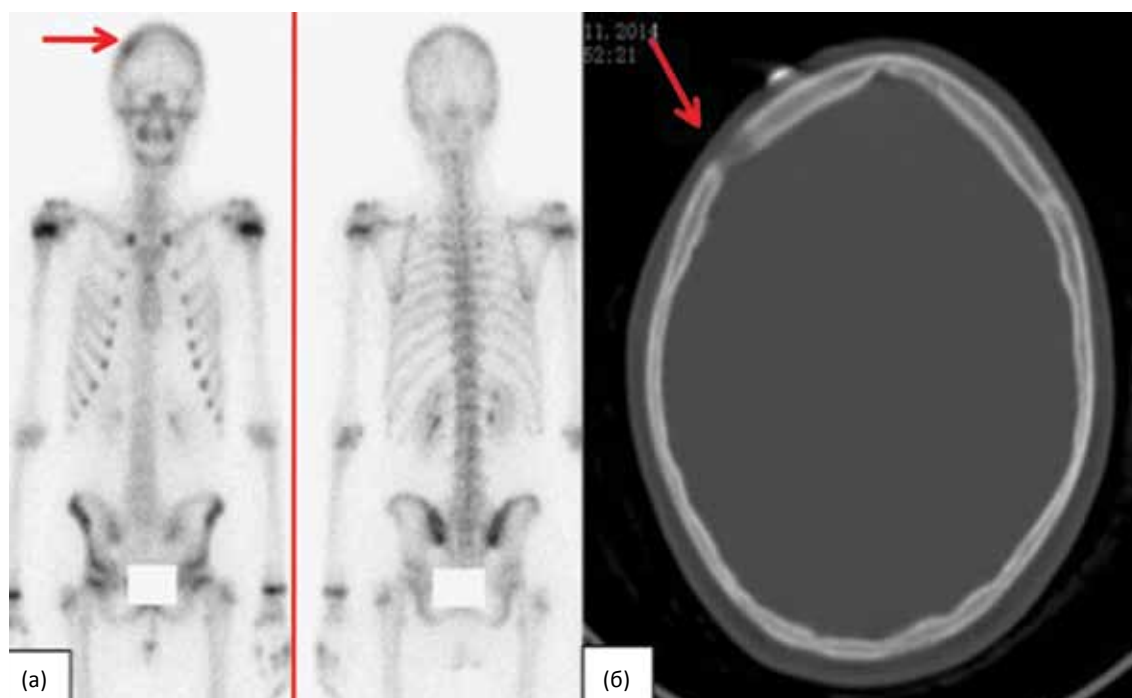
Девочка 12 лет. Поражение костей свода черепа при ЛКГ. Стартовое исследование. На остеосцинтиграммах (а) определяется повышенное накопление РФП в правой теменной кости (стрелка). На аксиальном срезе КТ головы (б) обнаруживается очаг литической остеодеструкции в правой теменной кости (стрелка)
